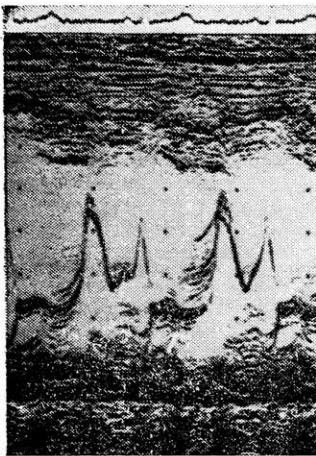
Эхокардиограмма больной М.
